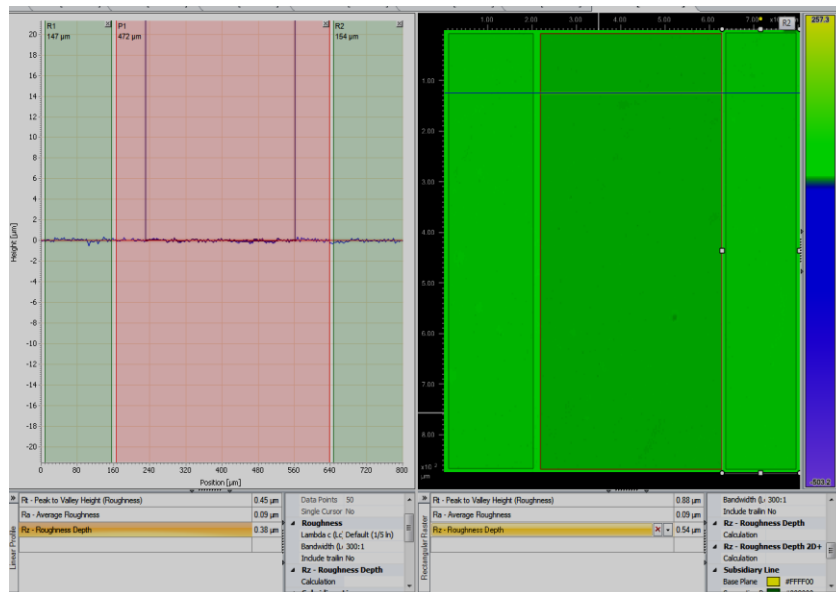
Topographie de la rugosité de surface du D104 avec le rugosimètre optique 3D Type CT du groupe B A N. Mohamed Ben Ali (Lab. de recherche Badji Mokhtar) (Labo De Recherche : Santé Bucco-Dentaire).
